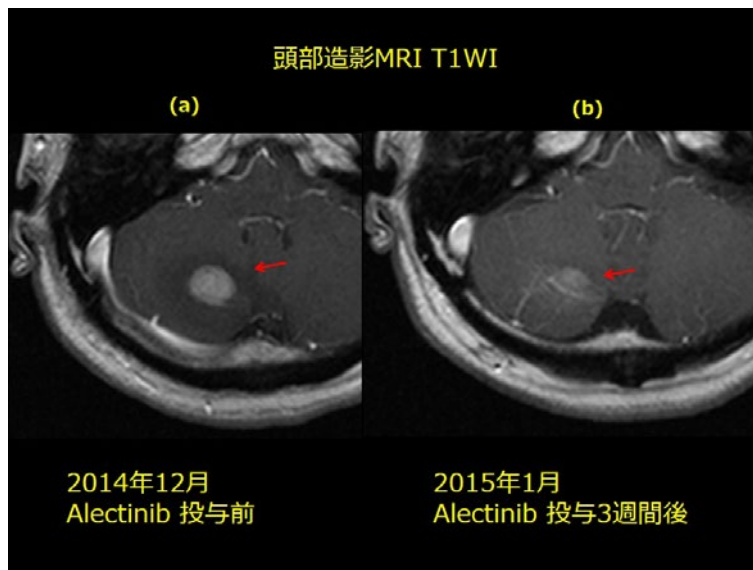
頭部造影MRI T1強調像(症例2). (a)アレクチニブ投与前. 小脳に脳転移を認めた(矢印). (b)アレクチニブ投与3週間後. 脳転移の縮小を認めた(矢印).
